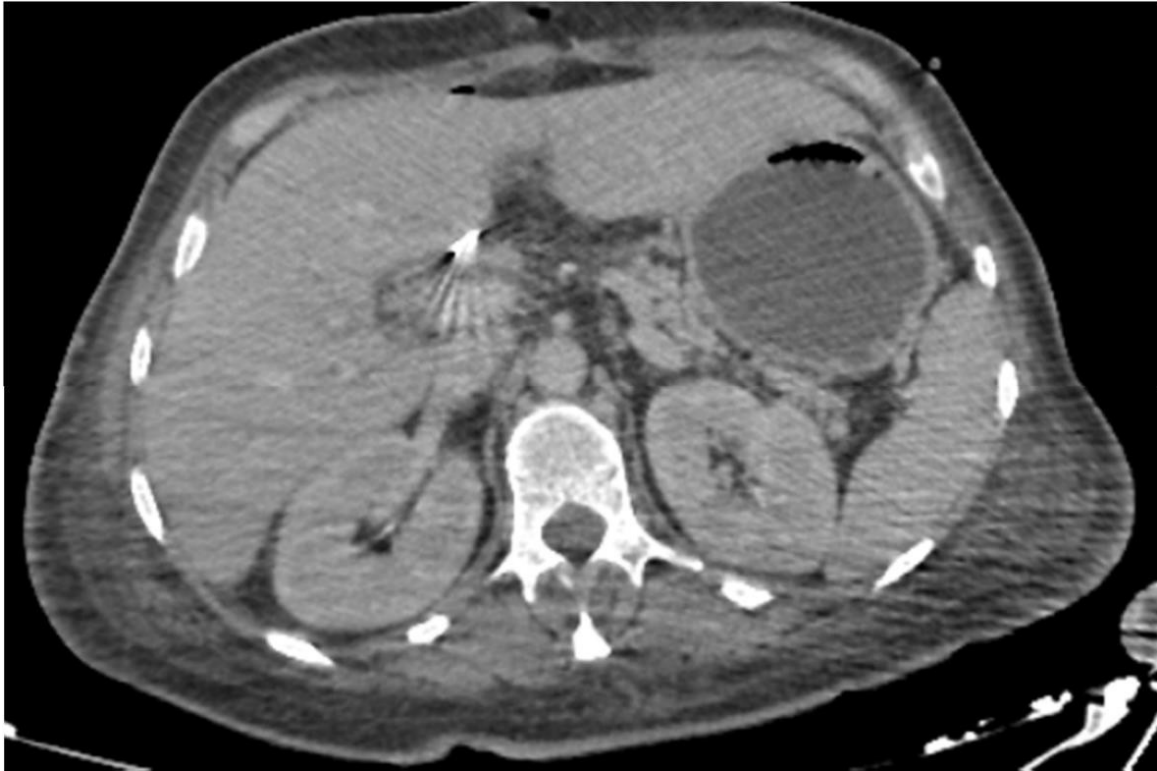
coupe axiale d'une TDM abdominale au temps portal d'injection réalisée dans le cadre du suivi d'un adénocarcinome de la tête du pancréas opéré (DPC) : clips métalliques au niveau du lit vésiculaire générant un artéfact gênant l'exploration du lit chirurgical.
